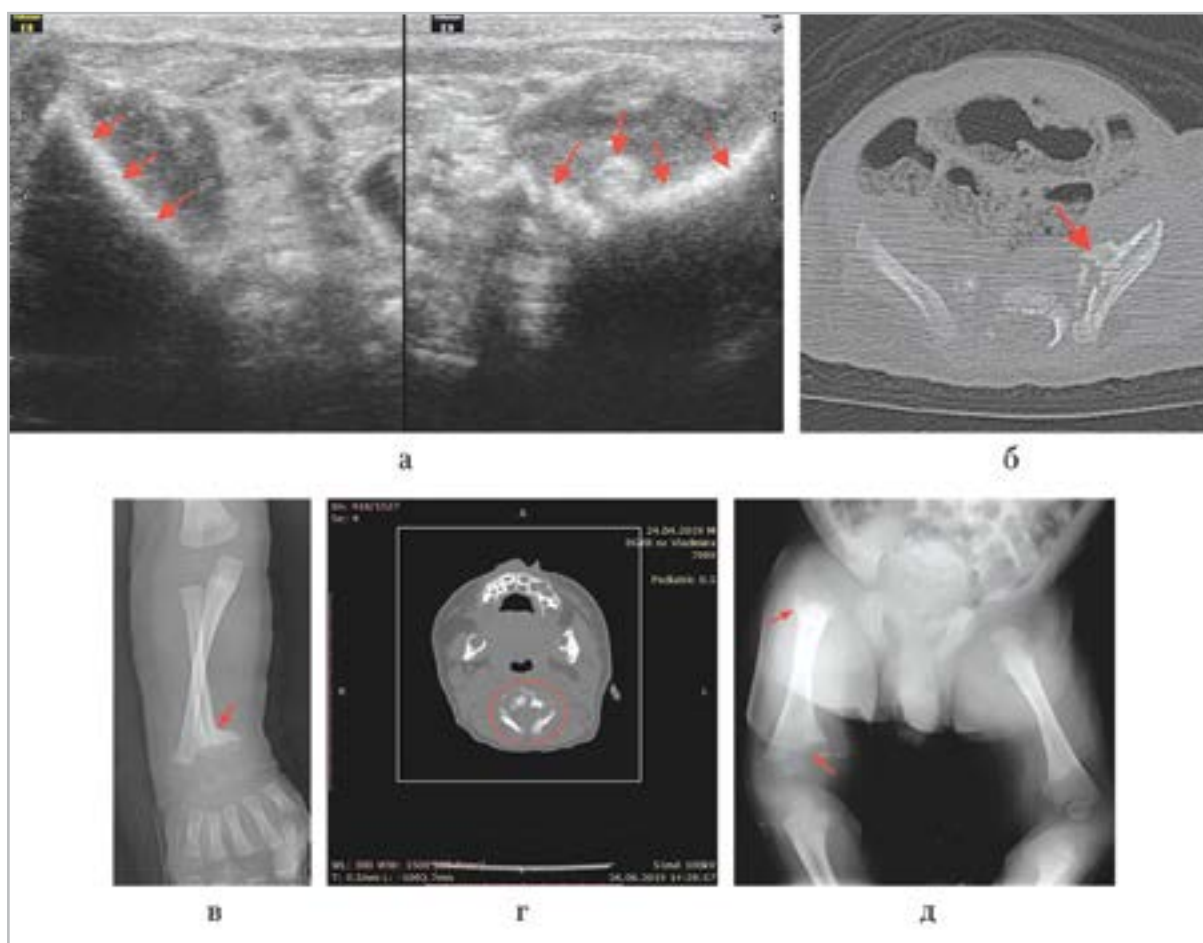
Месяц пребывания в стационаре: *а* — УЗИ, поперечные сканы в надлонной области справа и слева от средней линии, исследование в режиме 2 полей: остеомиелит левой подвздошной кости на УЗИ (*стрелка*); *б* — компьютерная томография, аксиальный скан: деструкция левой подвздошной кости (*стрелка*); *в* — рентгенограмма правого предплечья: дистальный метаэпифизарный остеомиелит правой лучевой кости (*стрелка*); *г* — компьютерная томография, аксиальный скан: остеомиелит I–II шейных позвонков (*контур* — зона интереса); *д* — рентгенограмма: проксимальный и дистальный метаэпифизарный остеомиелит правой бедренной кости (*стрелки*)
